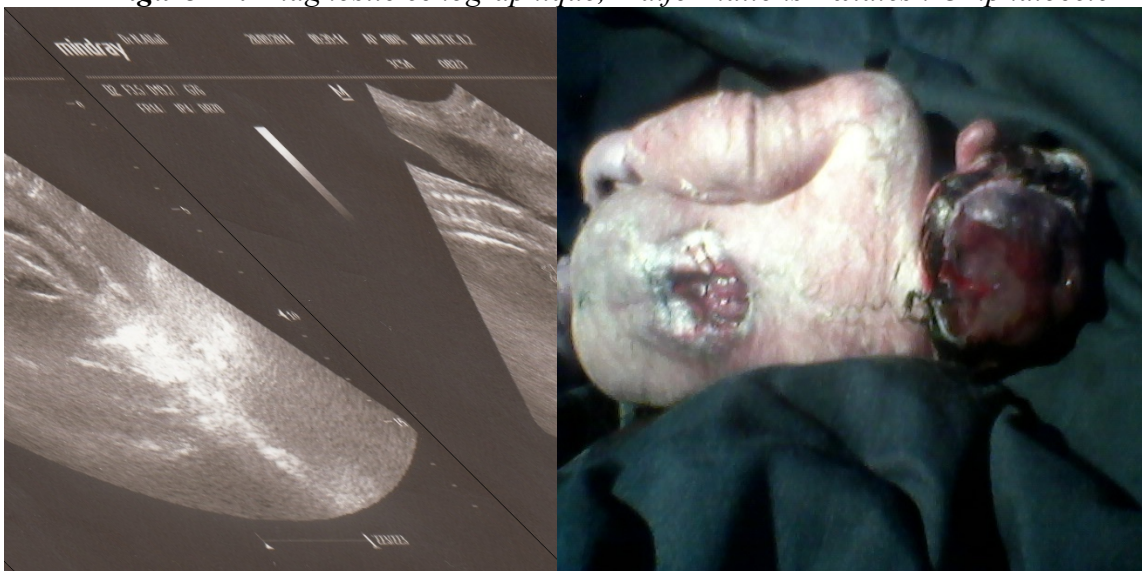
Diagnostic échographique, Malformations Fœtales : Omphalocèle
